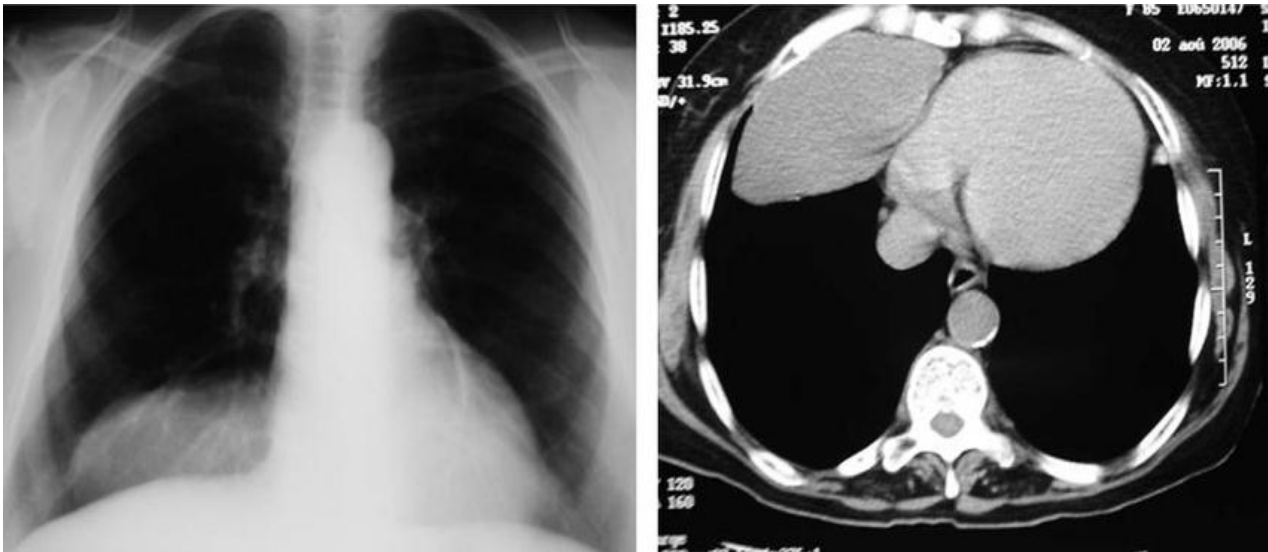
Radiographie thoracique de face montrant une opacité d'allure basale droite et TDM thoracique montrant une masse kystique antérieure droite (kyste pleuropéricardique).
